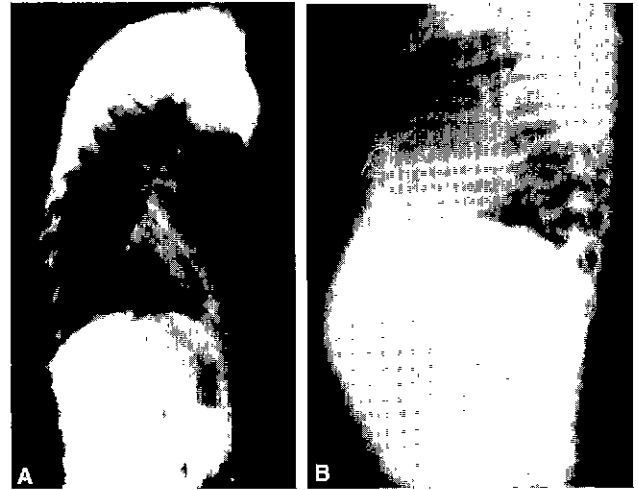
Lateral view of X-ray (A) Pre-operative, B) Post-operative
